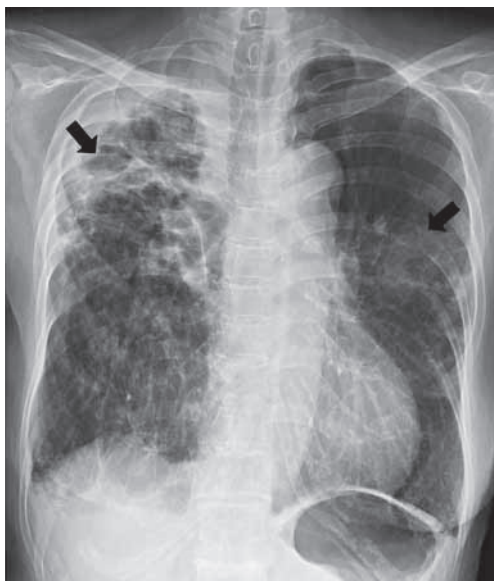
Chest radiograph on admission shows opacification in right upper and left middle lung field (arrow). Known thick-walled cavitory lesion due to old pulmonary tuberculosis complicated by secondary Aspergillosis is observed in right apex.
